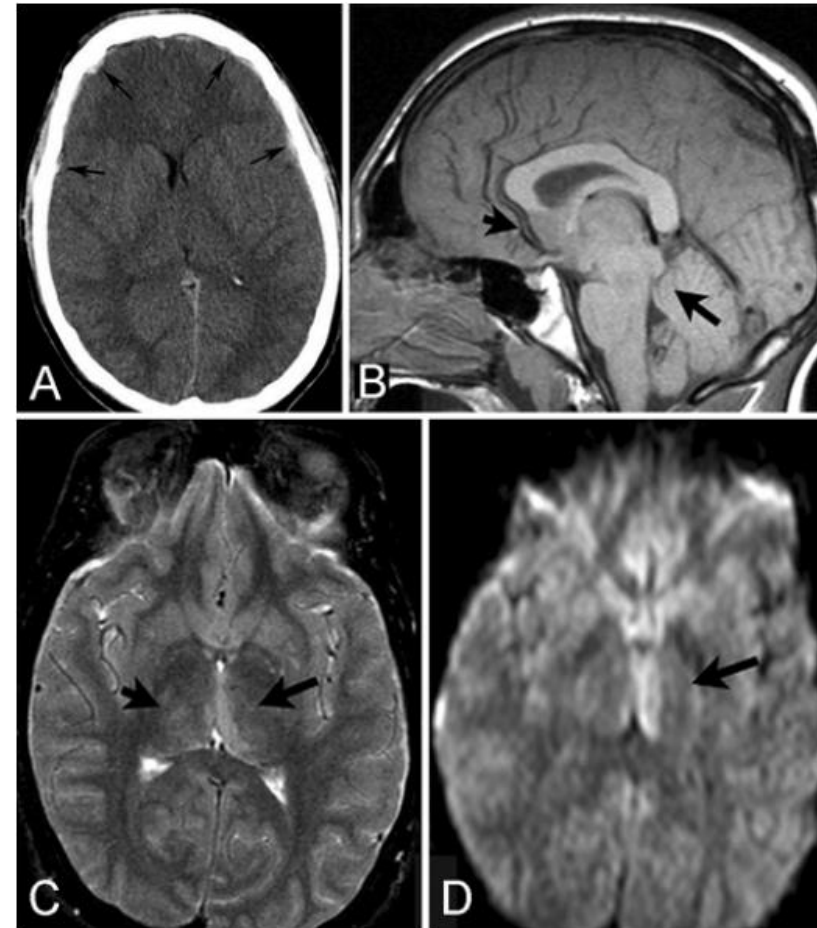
Images obtained after second impact. A: Head CT obtained after second impact. *Arrows* point to thin bilateral subdural hematomas. B: Sagittal T1-weighted brain MR image. *Arrows* point to downward descent of the midline structures. C: Axial T2-weighted MR image. *Arrows* point to thalamic injury. D: Axial diffusion-weighted MR image. *Arrow* points to left thalamic injury. Restricted diffusion was proven by calculation of apparent diffusion coefficient (not shown).
